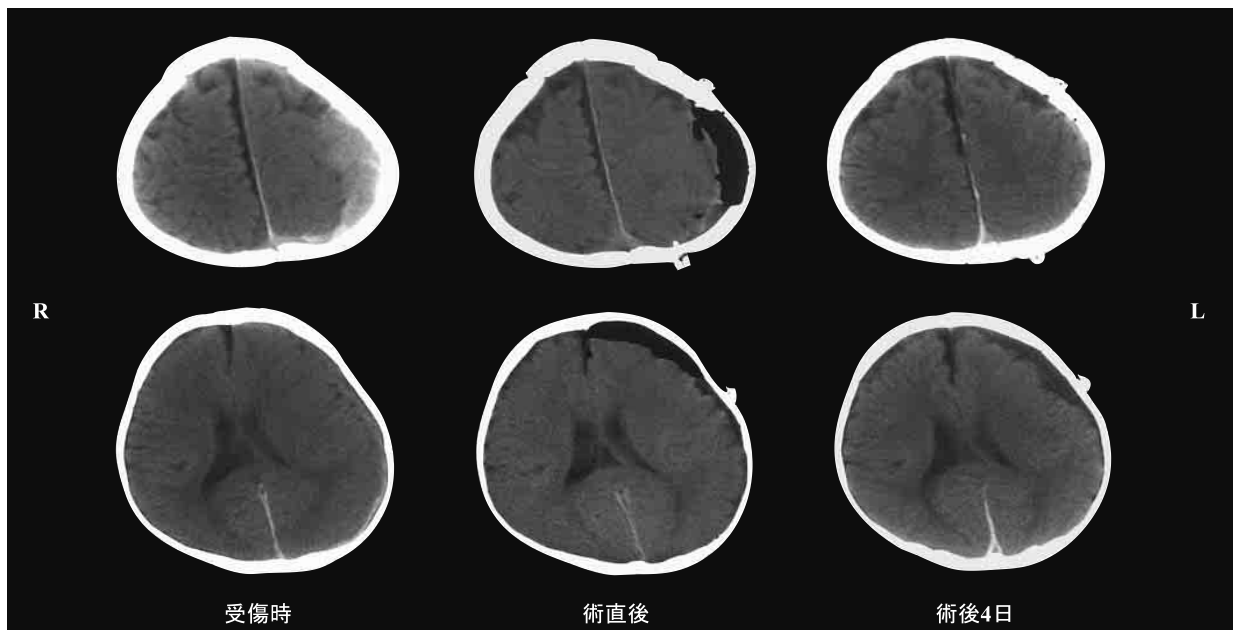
受傷時の頭部CTで左頭頂部から側頭部にかけて急性硬膜下血腫を認め，mid-line shiftがみられた．術直後のCTで脳浮腫は軽減しており，術後4日目のCTでもあきらかな虚血巣の出現を認めなかった．
